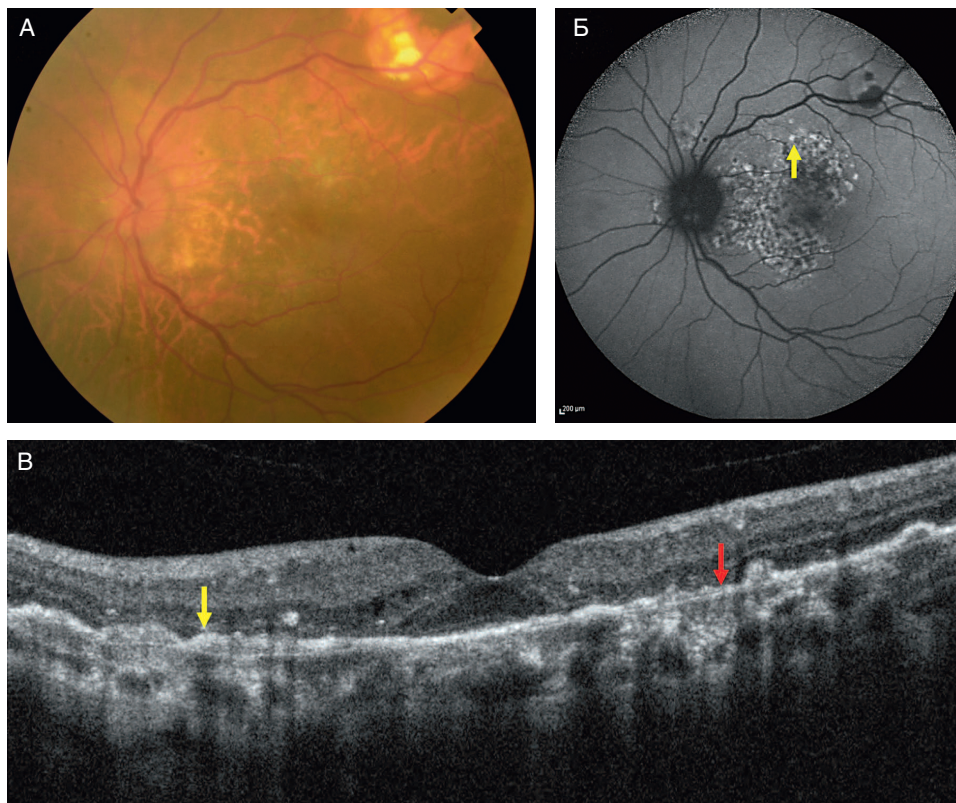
А — фотография глазного дна 28-летнего мужчины с туберкулезным серпигиозно-ноповидным хориоидитом; видны желтовато-белые очаги хориоидита в заднем полюсе с нечеткими границами и пигментированными хориоидальными поражениями с височной стороны от фовеа; Б — аутофлуоресцентная визуализация глазного дна того же глаза; видны области пятнистой аутофлуоресценции с гиперфлуоресцентными краями (желтая стрелка) с соответствующими зонами активности воспаления по краям. Поражения с височной стороны гипоаутофлуоресцентны (стадия 4), что указывает на неактивность этих поражений; В — изображение левого глаза, полученное методом оптической когерентной томографии с перестраиваемым источником при сканировании в плоскости, проходящей через фовеа; видна гиперрефлективность наружных слоев сетчатки (желтая стрелка) от носовой части к фовеа. По мере заживления поражений видна потеря пигментного эпителия сетчатки и наружных слоев сетчатки (красная стрелка) с височной стороны от фовеа. Поскольку края еще активны, необходимо продолжение противотуберкулезной терапии и системной иммуносупрессии
